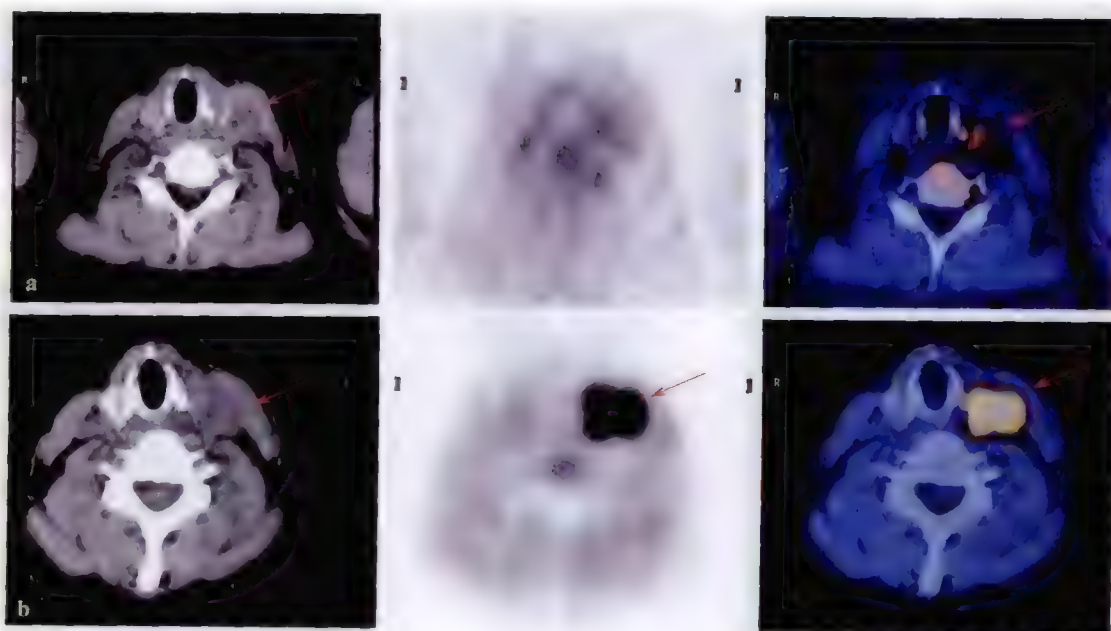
甲状腺乳头状癌 PET/CT 显像
